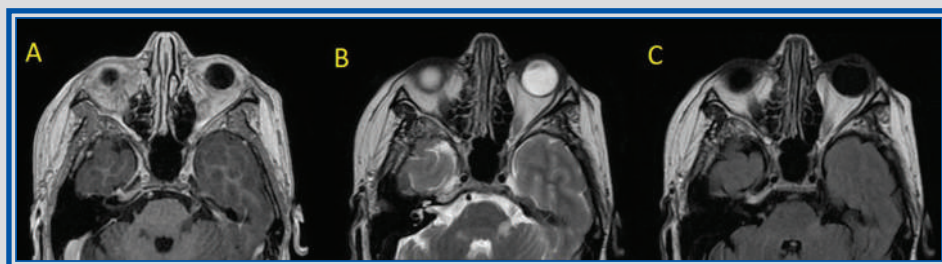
Capítulo 9. Resonancia magnética de cráneo en cortes axiales con presencia de lesión hipointensa en T1 (A), hiperintensa en secuencias T2 y FLAIR (B y C) a nivel del núcleo trigeminal y la emergencia del nervio trigémino izquierdo.
